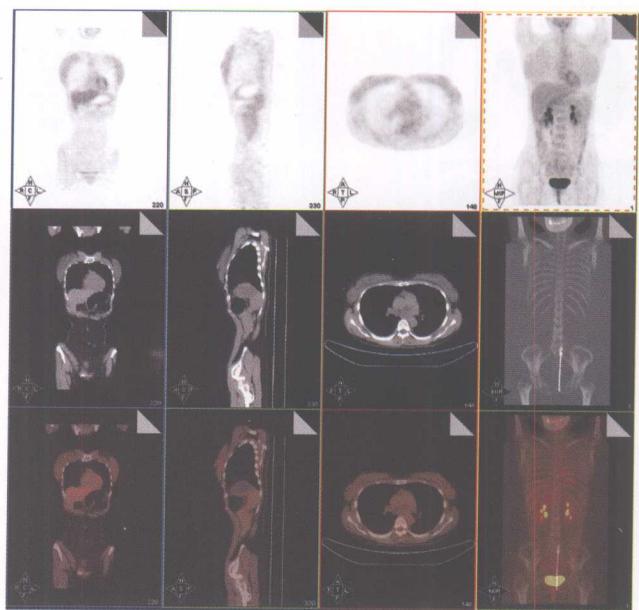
同图 12-1 受试者，正常人乳腺¹⁸F-FDG PET/CT 显像
